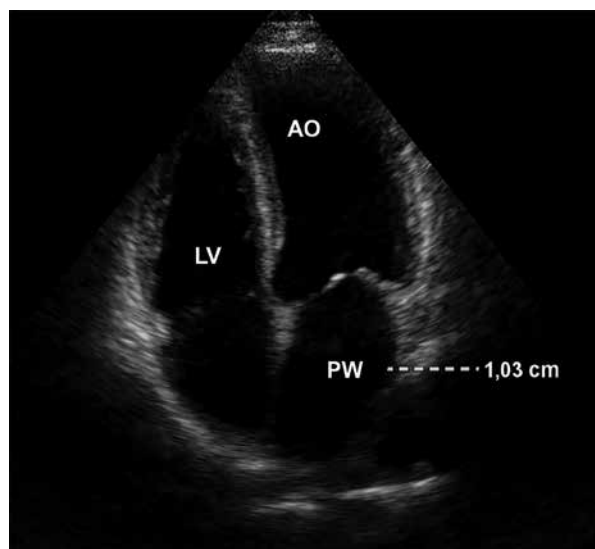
Ecocardiograma transtorácico en vista paraesternal de eje largo
